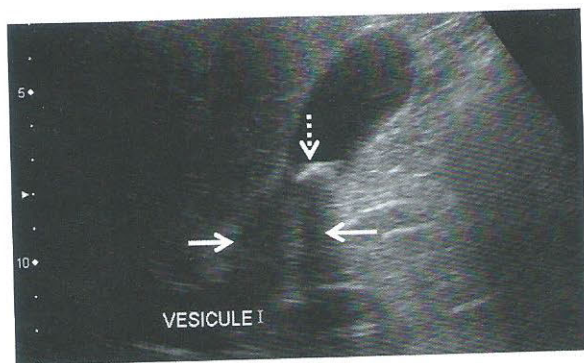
Échographie hépatique
